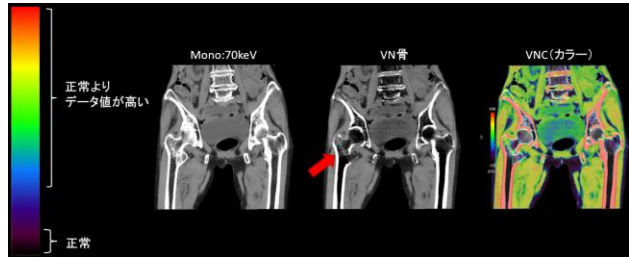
転子部のCT値をカラーバーの下限複数の技師で検討した結果、骨折部のデータ値の上昇を描出する目的としては健側転子部のCT値を下限に設定した方が骨折部の視認性が高いと意見が一致した。
